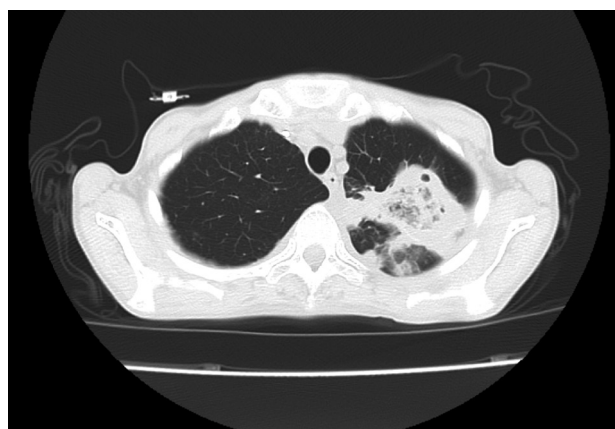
Пациентка К. СКТ ОГК от 07.10.2024 г. (на фоне лечения вориконазолом)
